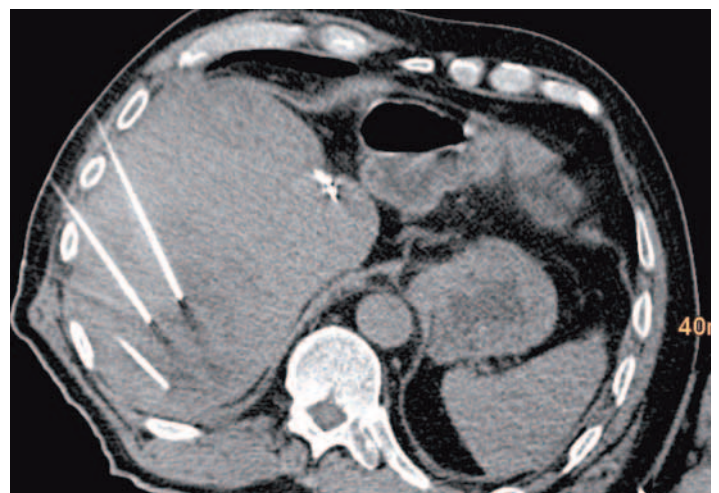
CT zur Kontrolle der Sondenlagen nach 3-D-navigierter Radiofrequenzablation der beiden HCC-Herde (insgesamt wurden 3 Sonden über Koaxialnadeln an 36 verschiedenen Lokalisationen in den HCCs mittels Navigationssystem positioniert)
